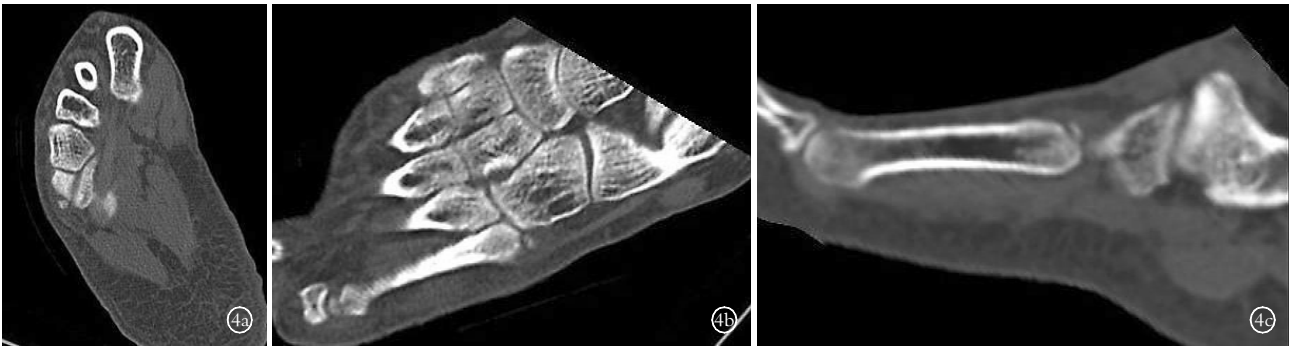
男, 31 岁, 右足第 5 跖骨基底部骨折 4a. 横断面 CT 示第 5 跖骨基底部见小骨块影 4b, 4c. 斜面重建及曲面重建 CT 示第 5 跖骨基底部小骨块影, 第 5 跖骨基底部骨质缺损, 跖跗关节间隙清晰 4d. 容积重建示第 5 跖骨基底部骨块影
